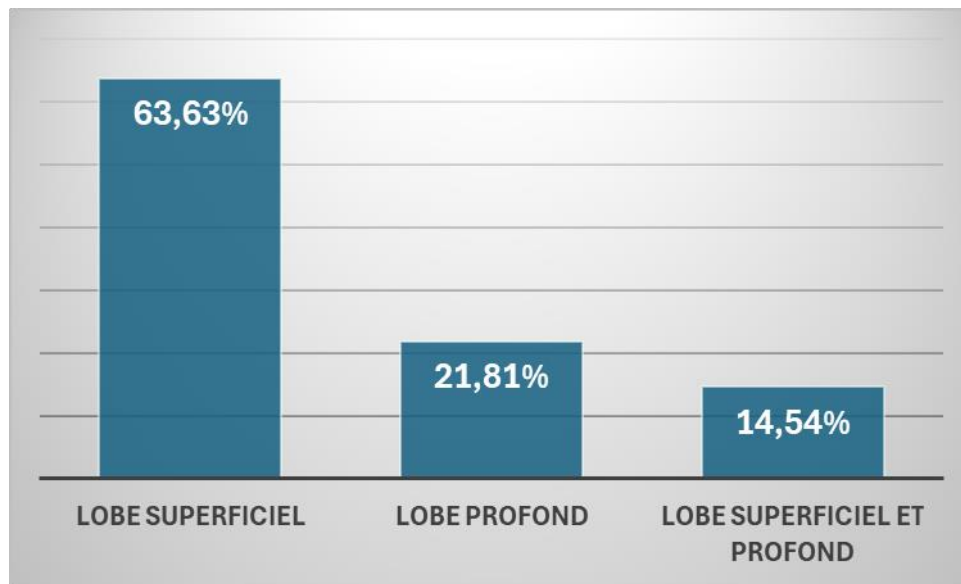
Répartition des patients selon la localisation de l'adénome pléomorphe sur l'IRM
